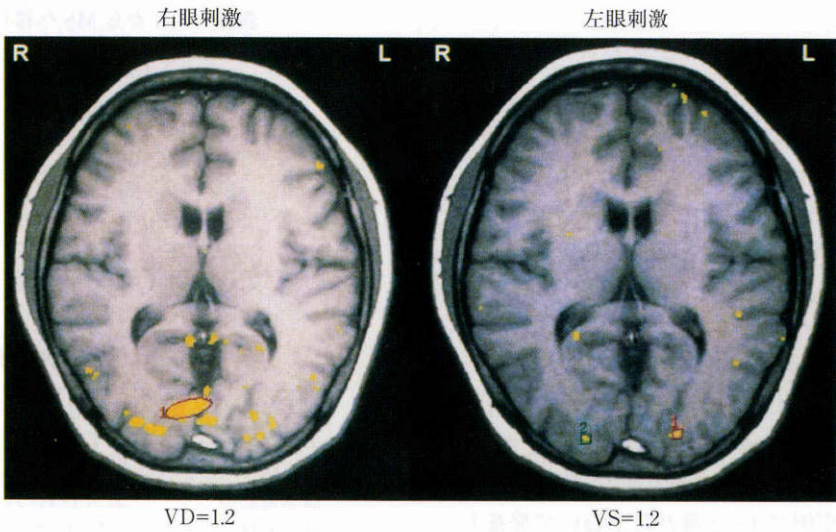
左眼 ON の f-MRI, 39 歳, 女性.
